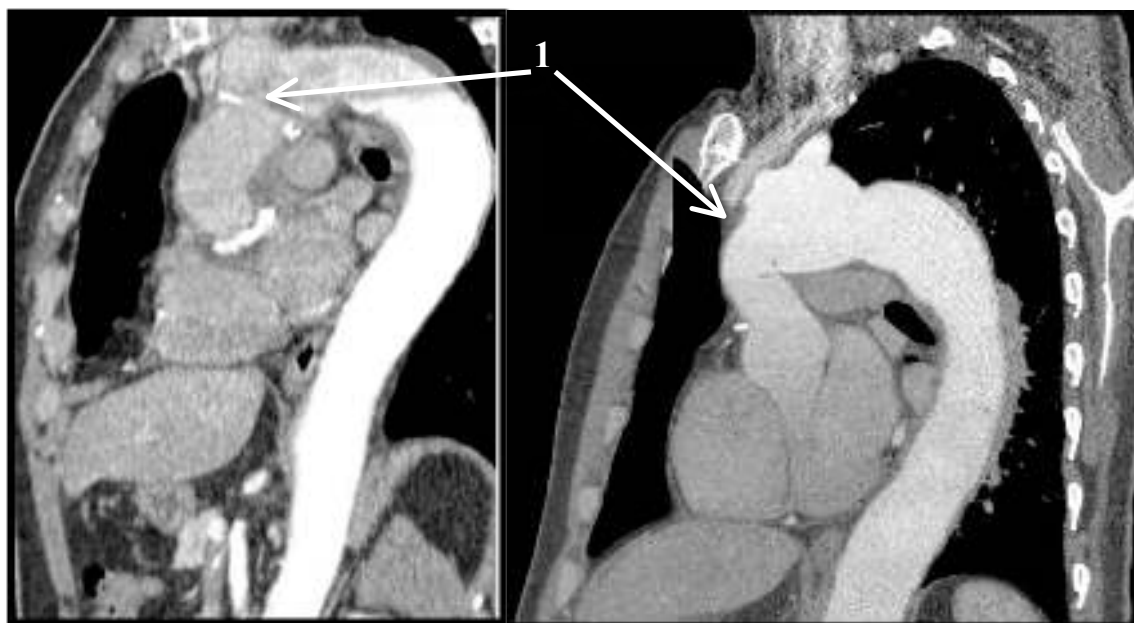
МСКТ больных с прогрессированием аневризматической болезни после процедуры «полудуги»
